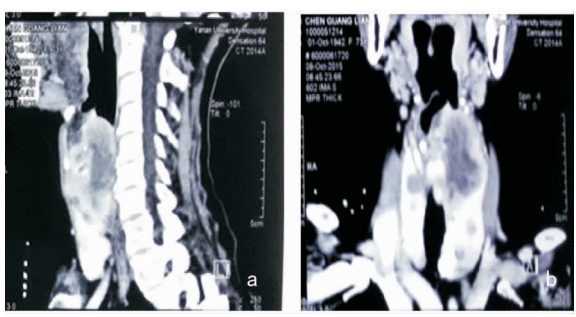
增强 CT 示双侧甲状腺多发结节影,考虑结节性甲状腺肿,左侧甲状腺上缘较大软组织影,考虑占位 a:矢状位;b:冠状位
